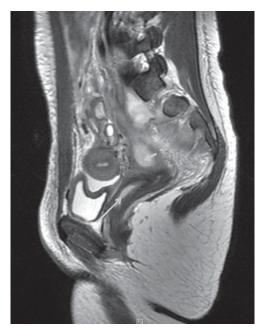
Corte sagital RMN que muestra piocolpo derecho (flecha larga), que ha fistulizado hacia retroperitoneo e infiltrado raíz nerviosa S1(flecha corta).
